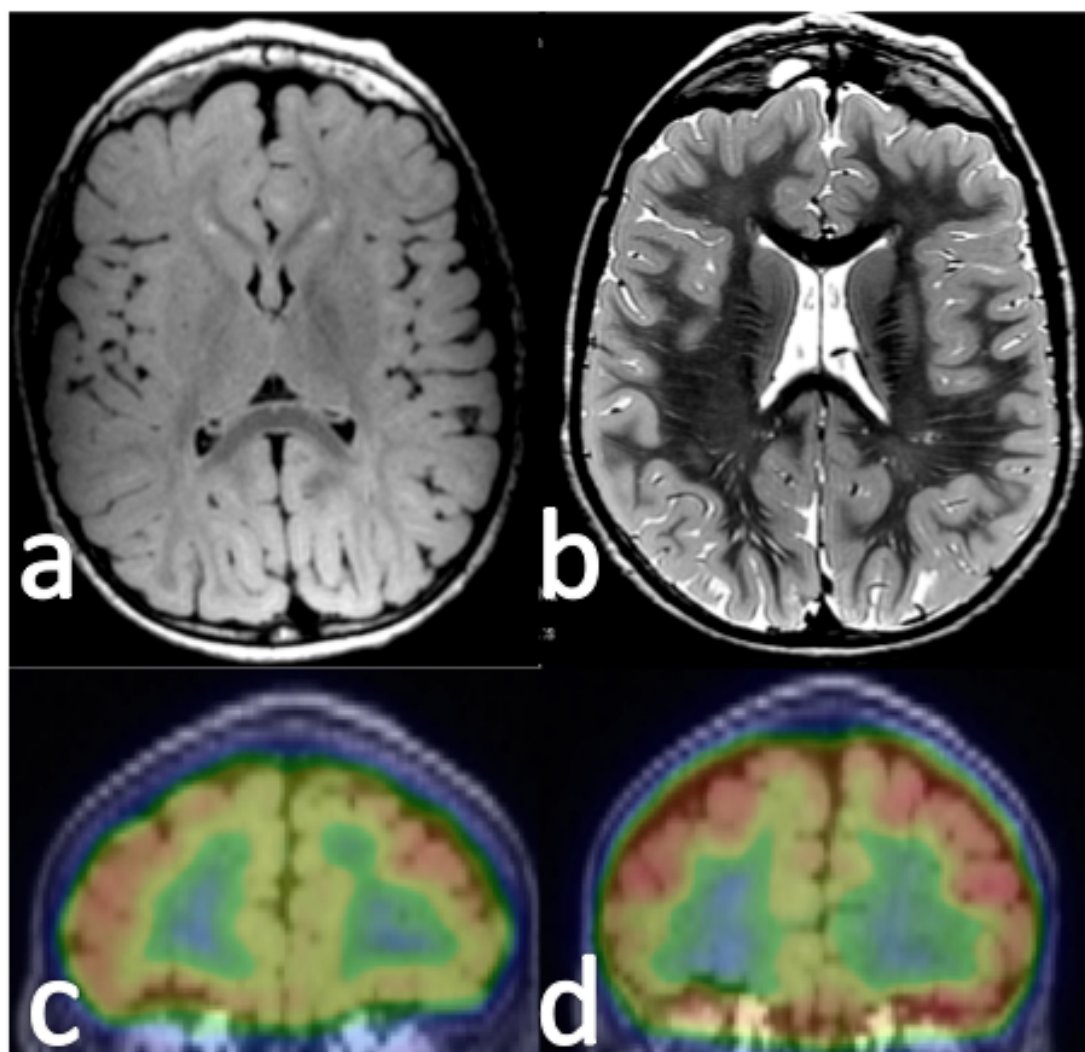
Displasia cortical focal frontal derecha con discreta hiperintensidad yuxtacortical en la secuencia FLAIR (a). La fusión PET-RM (c) no mostró hipometabolismo. En un segundo PET la fusión PET-RM muestra un claro hipometabolismo frontal coincidente con la lesión (d).
